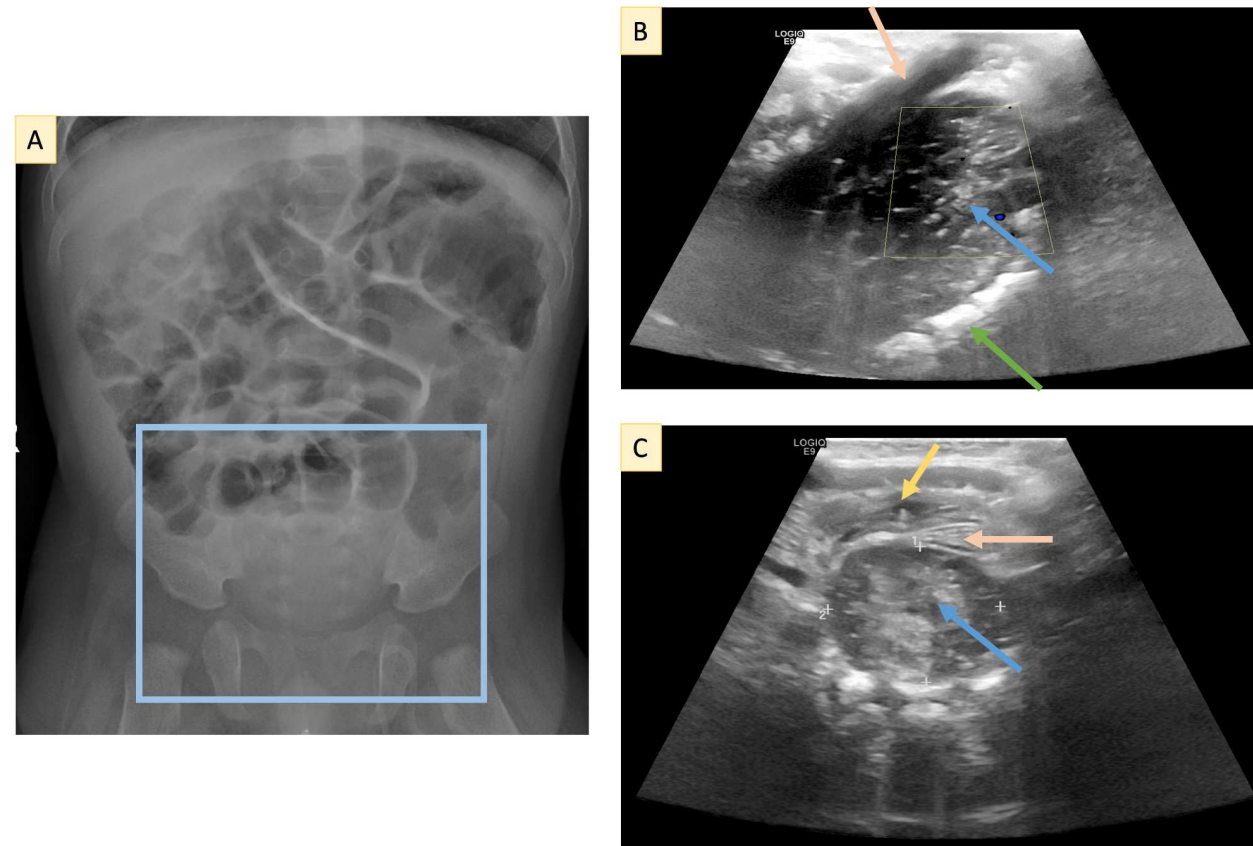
(A) Radiografía abdominal que muestra distensión luminal con aumento de la densidad de partes blandas en pelvis y ausencia de gas distal; (B) Ecografía en plano sagital: masa coccígea a nivel del promontorio sacro que desplaza anteriormente el canal anal, con ecogenicidad heterogénea y calcificaciones puntiformes sugestivas de origen neurogénico; (C) Ecografía en plano transversal: masa presacra que provoca compresión y desplazamiento craneal y anterior de la vejiga y del recto. Flechas: azul: masa; naranja: canal anal y recto; verde: sacro; amarilla: vejiga, prácticamente vacía.
